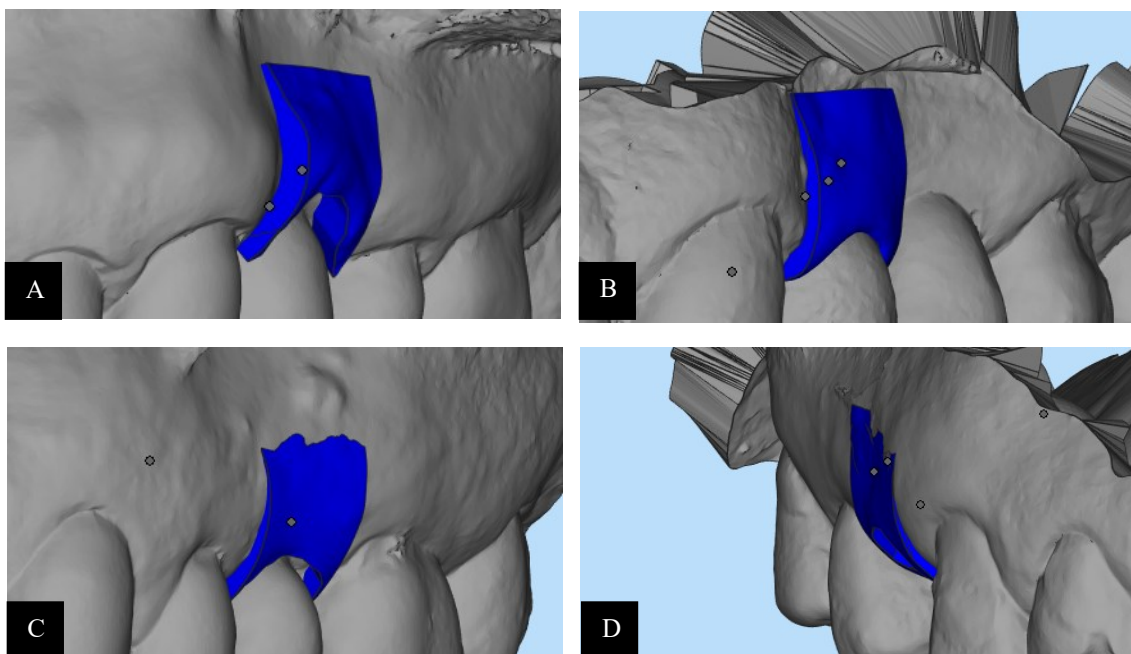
Variação volumétrica vestibular (cor azul) ao fim de um ano de tratamento em dois pacientes da classe BT≤1mm (A e B) e em dois indivíduos pertencentes à classe BT>1mm (C e D).
